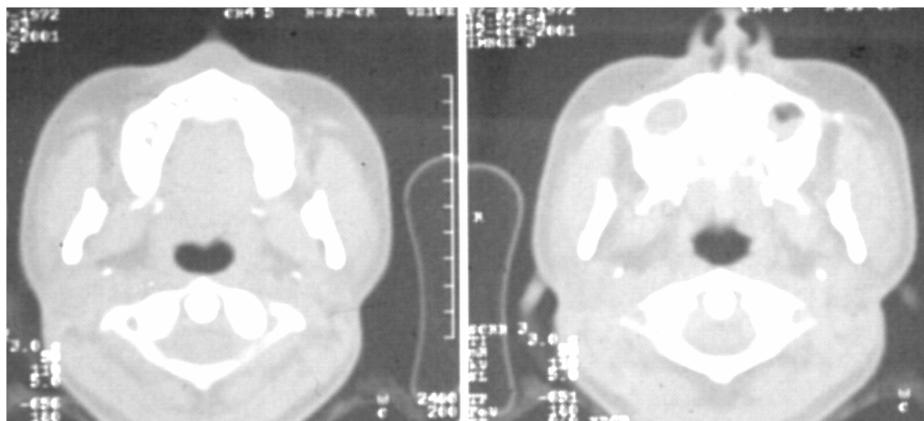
КТ-изображение больного, обследованного по поводу 2-х стороннего риносинусита (гайморита). Представленный на изображении, альвеолярный ряд обычной, подковообразной формы
